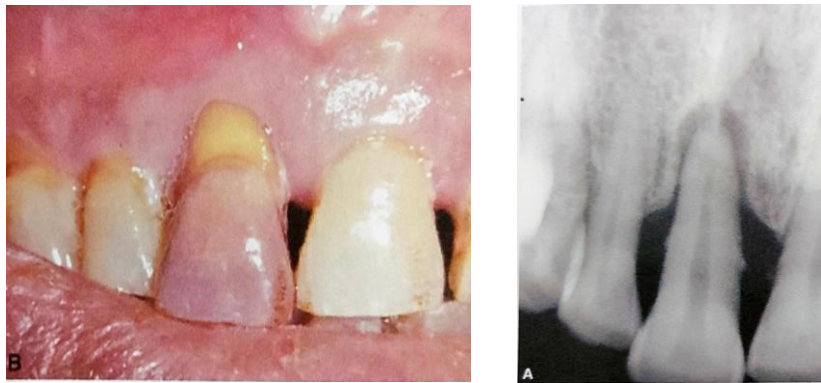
enfermedad verdadera combinada. A. Radiografía muestra pérdida ósea y una radiolúidez periapical. B. el examen clínico reveló pigmentación en la corona y exudado gingival, las pruebas de sensibilidad pulpar fueron negativas. Tomada de Rotstein I, Ingle JI. Ingle's Endodontics 7. Pág. 1126.
